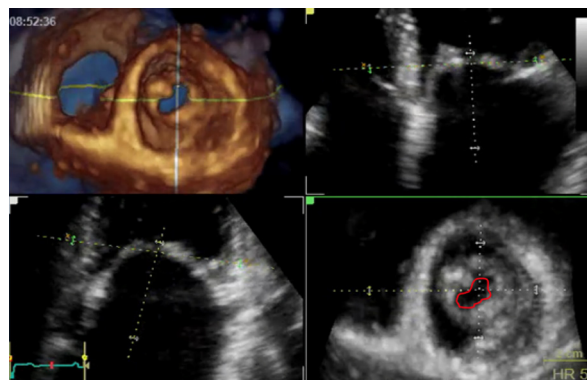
Ecocardiograma transtorácico 3D utilizado para o cálculo da área valvar mitral por meio da planimetria.
